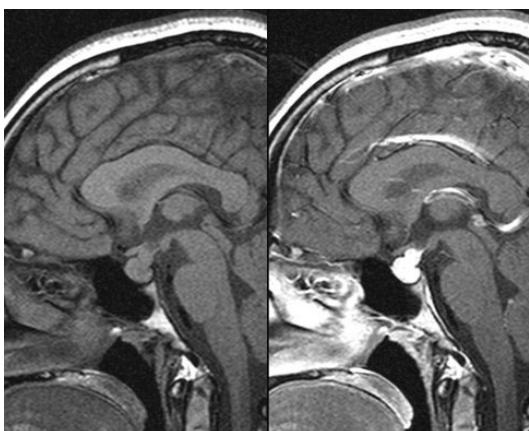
Sellar MRI at admission. The normal posterior 'bright spot' on T1 weighted image is lost and pituitary gland is enlarged. Pituitary stalk is thickened with marked contrast enhancement.
